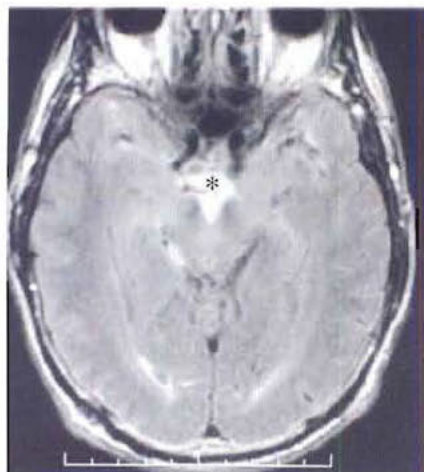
Hémorragie méningée en IRM : l'hémorragie est visible sur cette séquence axiale FLAIR (astérisque).
